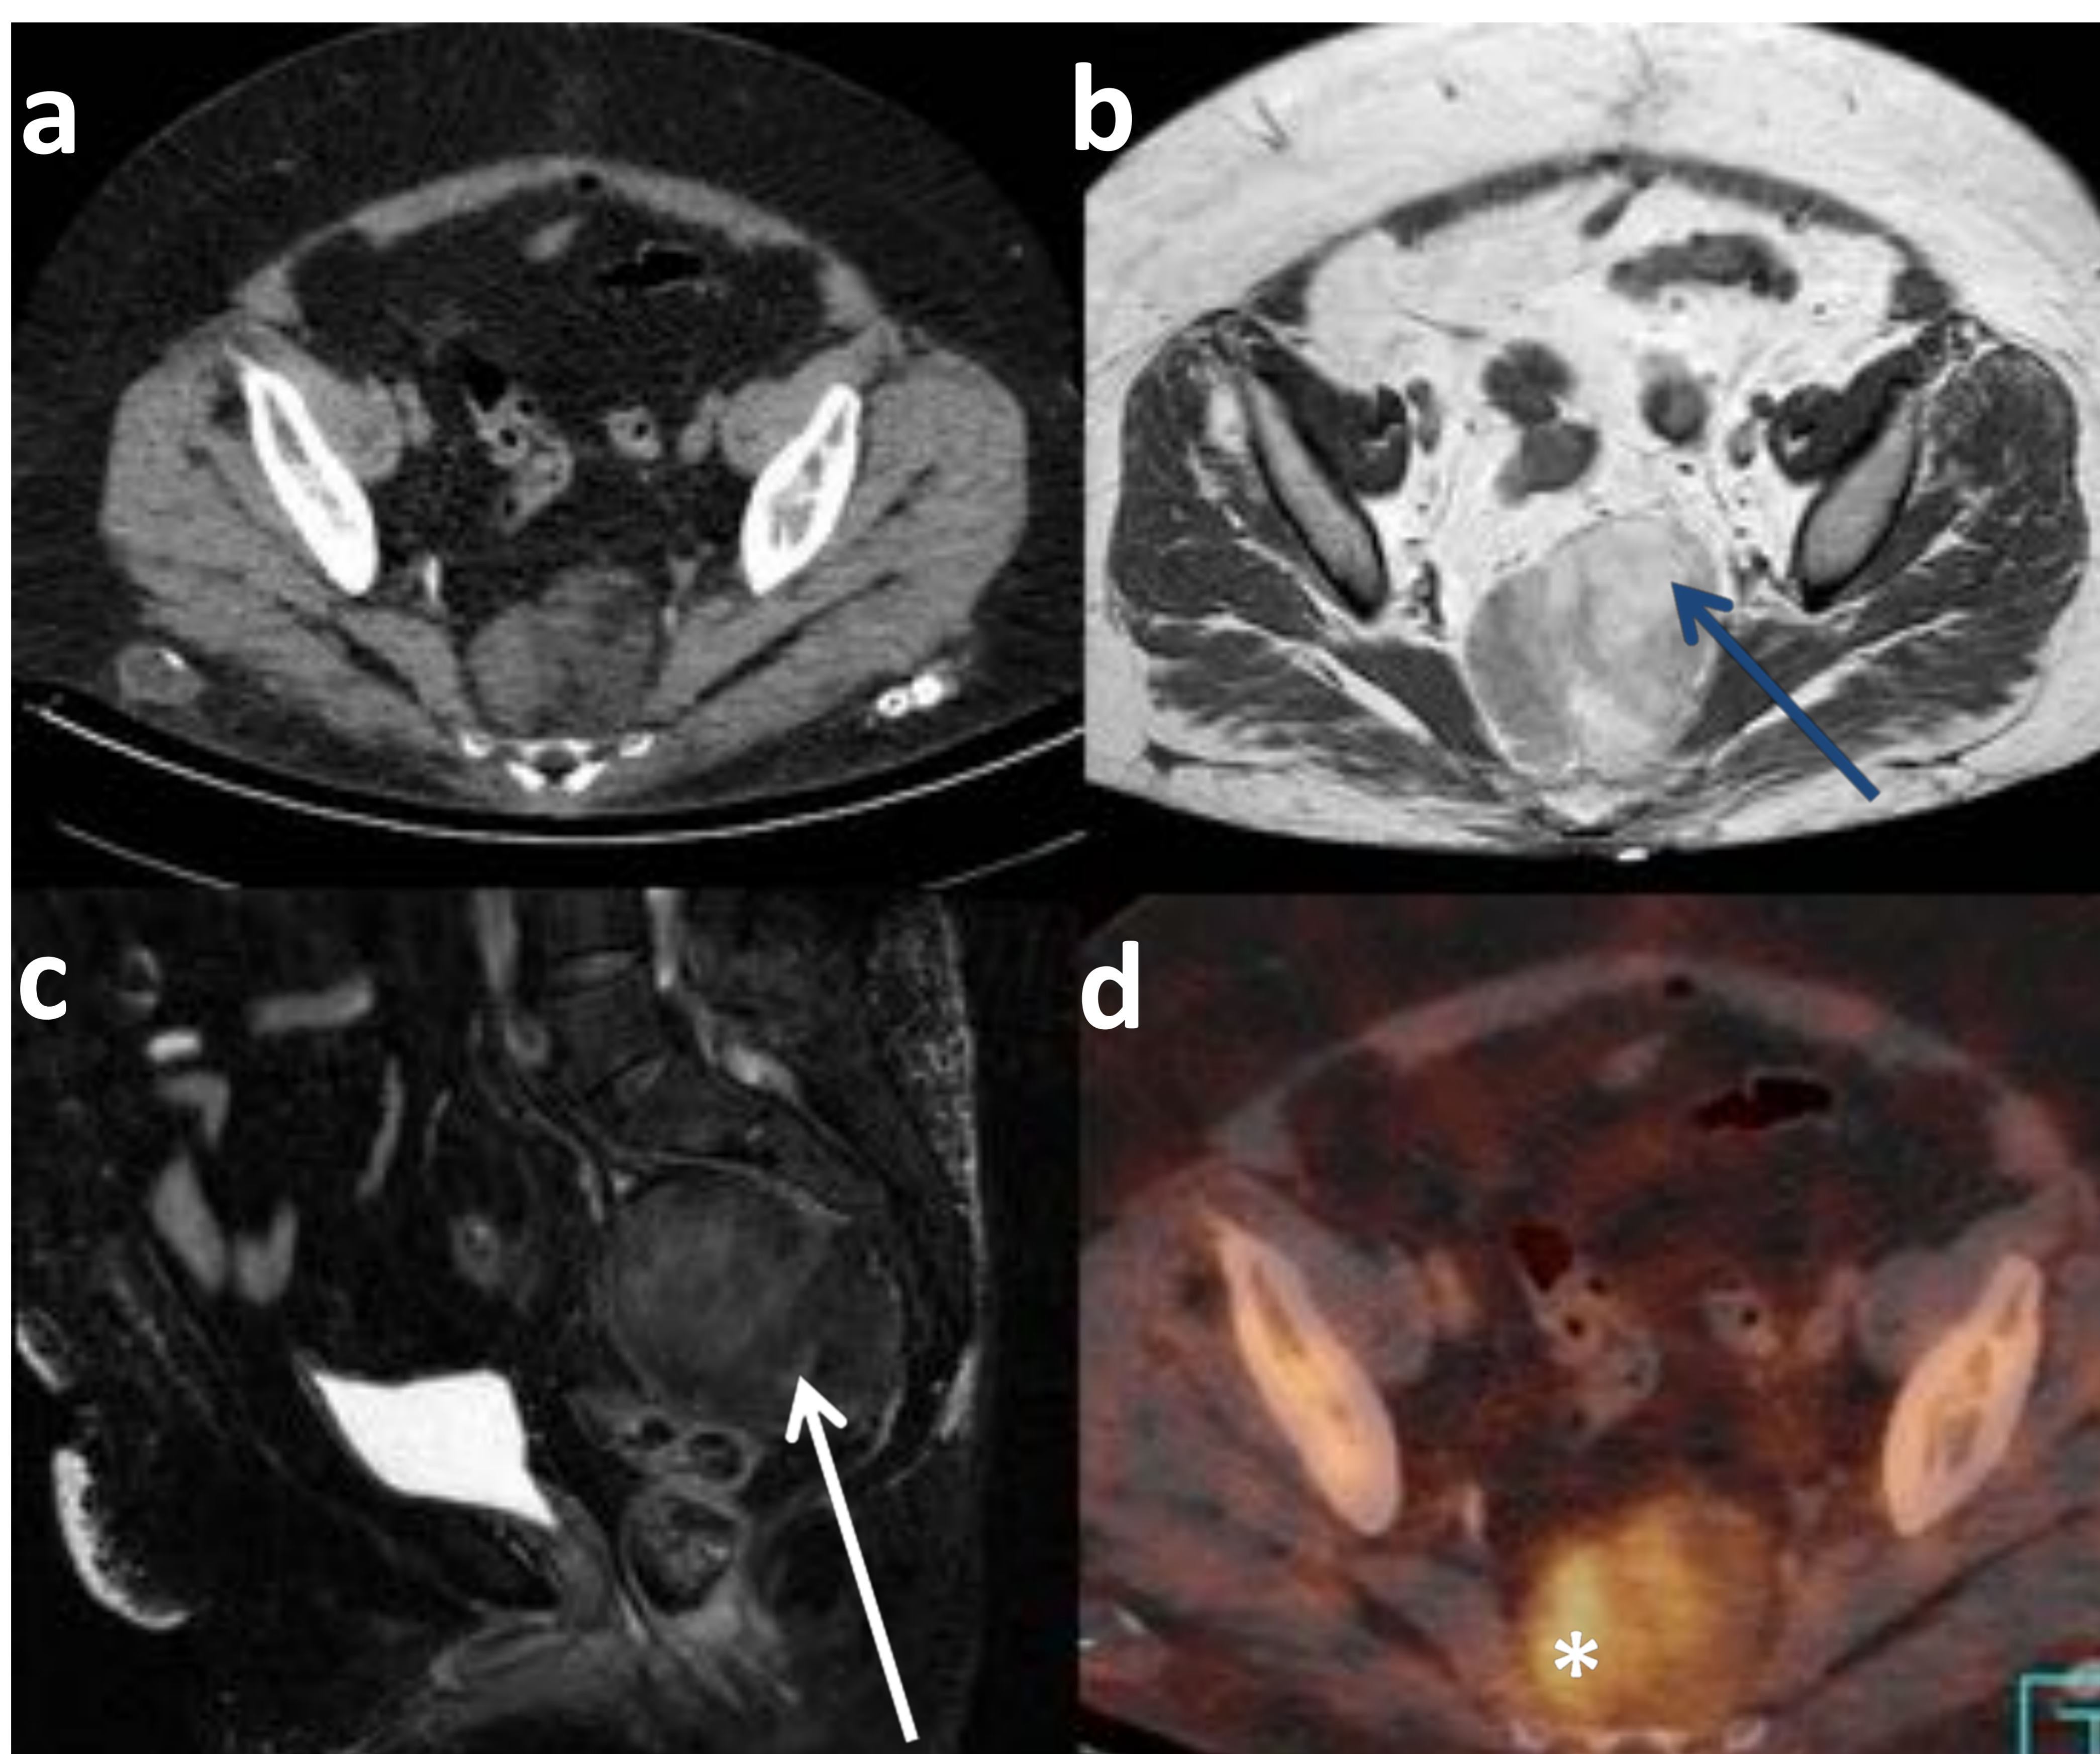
Mujer adulta joven con neurofibromatosis tipo 1 que en los últimos meses había constatado un incremento de tamaño de su glúteo izquierdo. En la RM presenta una masa infiltrante en fosa isquioanal izquierda que se extiende hasta la piel. La masa es hipointensa en T1 (a) e hiperintensa en T2 y T2 con supresión grasa (b,c). En T2 se identifican septos hipointensos en el interior de la masa (flecha discontinua azul).
